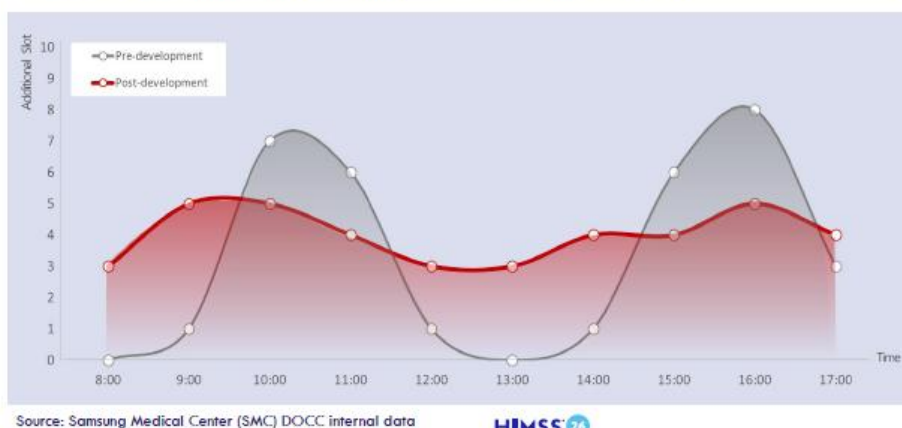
CT Outcomes: Workload Balance
